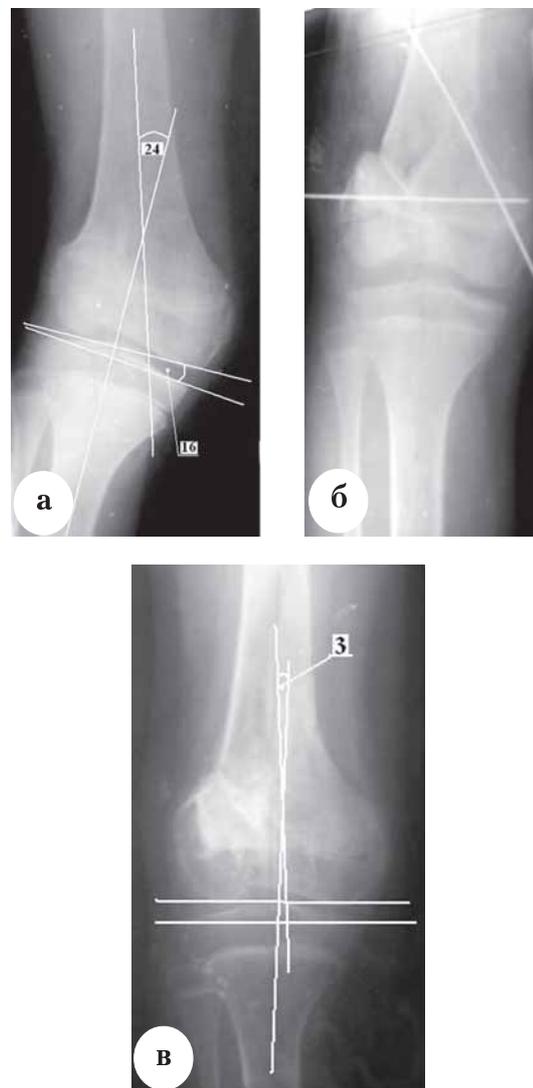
Рентгенограмма коленного сустава больной Л., 14 лет, диагноз: посттравматическая вальгусная деформация правого коленного сустава: а – до операции: угол α – 16° ; угол β – 24° ; б – интраоперационная рентгенограмма после устранения деформации, фрагменты фиксированы спицами Киршнера; в – через 3 года после операции: угол β – 3°
